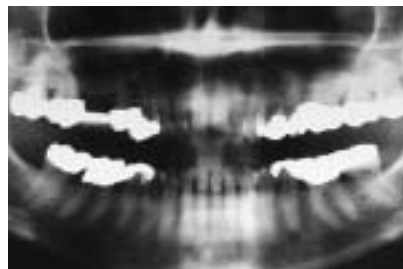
Klinische Ausgangssituation. – Abb. 2: Röntgenbild der präoperativen Situation. – Abb. 3: Volllappen für OP-Gebiet abgelöst.
